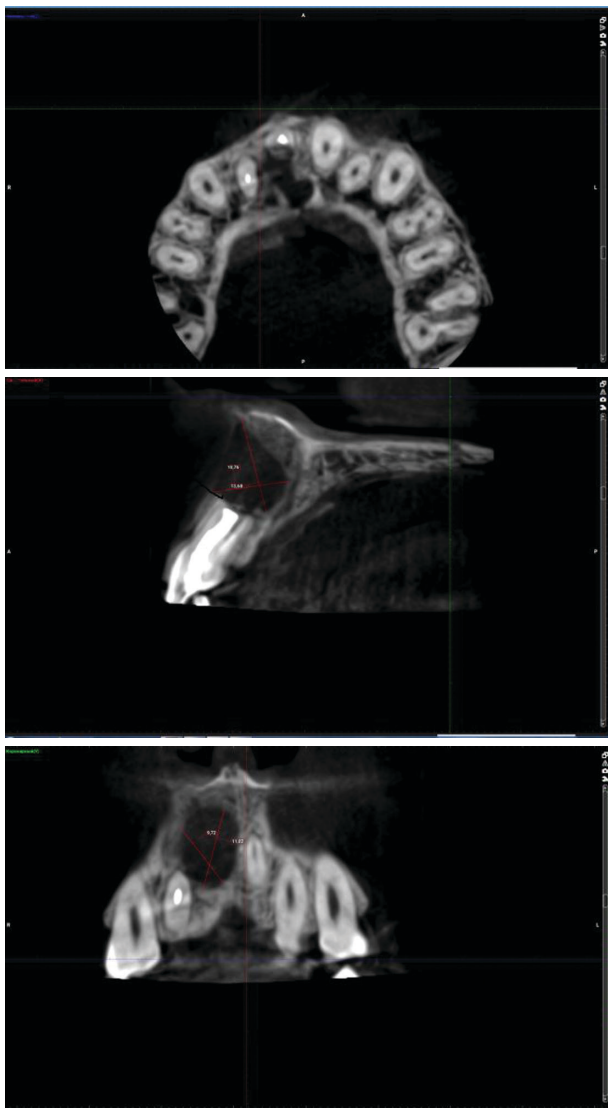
Конусно-лучевая компьютерная томография от 15.10.2018 г.
